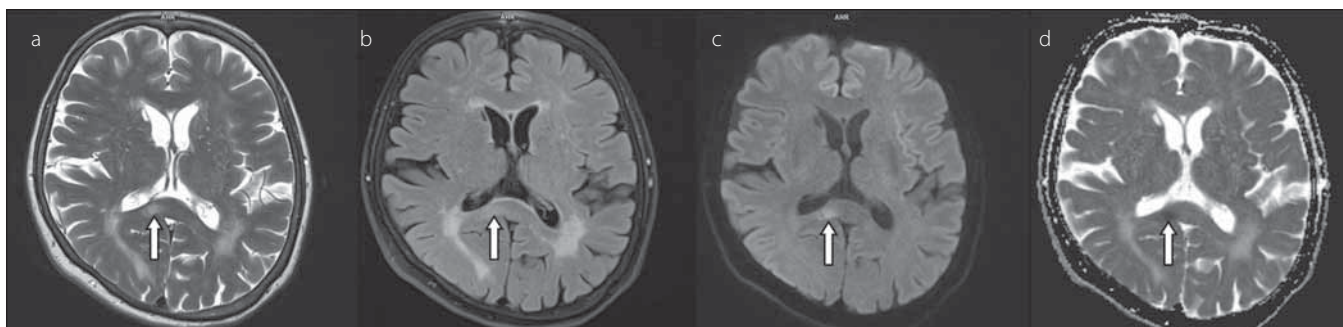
23letý muž s kraniotraumatem po autonehodě. Šipkou je označeno symetrické hyperintenzní ložisko ve splenium corporis callosi v T2 váženém zobrazení (a), FLAIR (b), difuzí vážených obrazech (c), hypointenzní na mapách ADC (d), hodnota ADC léze $0,276 \times 10^{-3} \text{ mm}^2/\text{s}$.
